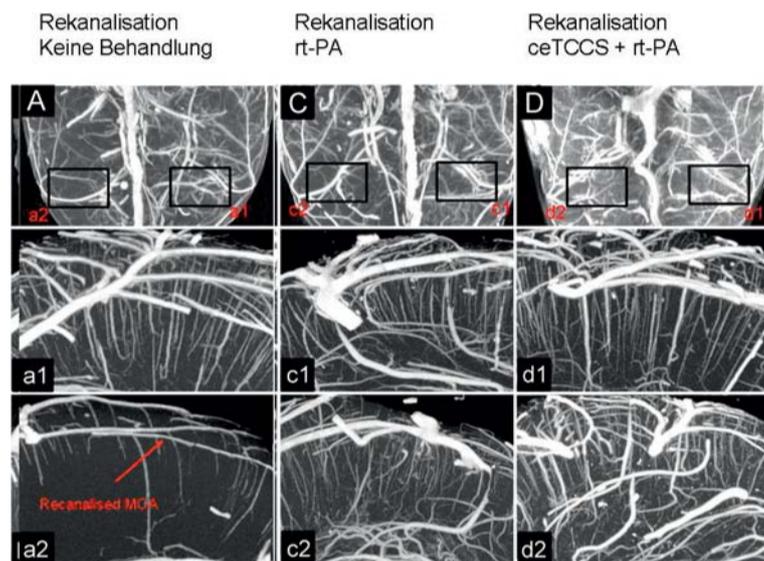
„Maximum intensity projection“ (MIP) von Mikro- und Nano-CT-Angiographien ausgewählter Versuchstiere. Obere Reihe: Axialer Blick auf Mikro-CT Darstellungen beider Hemisphären. Für die Nano-CT-Evaluation wurden Regions of interest im Mediastromgebiet herausgeschnitten und erneut gescannt. Mittlere Reihe (linke Kontrollhemisphäre) und untere Reihe (rechte rekanalisierte Hemisphäre) zeigen die Ergebnisse des Nano-CT in koronarer Schnittführung. A: Kontrolltier ohne Therapie, 60 min nach Rekanalisation. Der rote Pfeil zeigt die rekanalisierte ACM, es findet sich ein ausgedehnter Verschluss der perforierenden Arterien. C: Die Behandlung mit rt-PA führt zu einer partiellen Verbesserung des Perfusionsdefizits (c2). D: Komplette Rückbildung der Minderperfusion nach sonothrombolytischer Behandlung.
